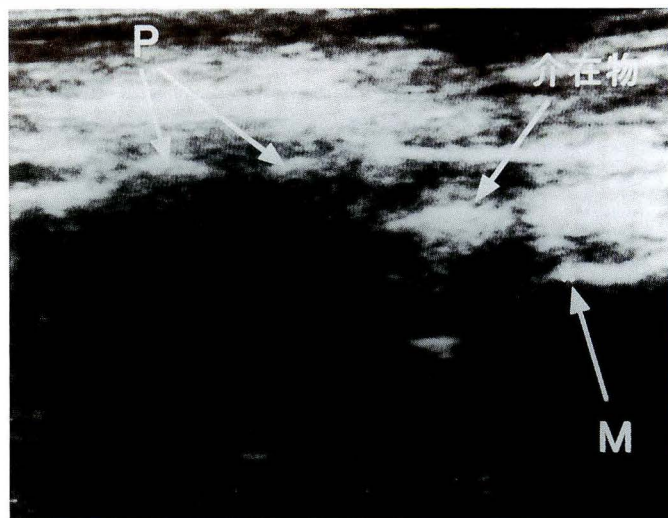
脱臼股超音波像 M 点は恥骨結節レベルから後方に偏位し PMD は 15 mm と増大している (健側 8 mm). M 点の内側前方には echoic な介在物の像が見られる
